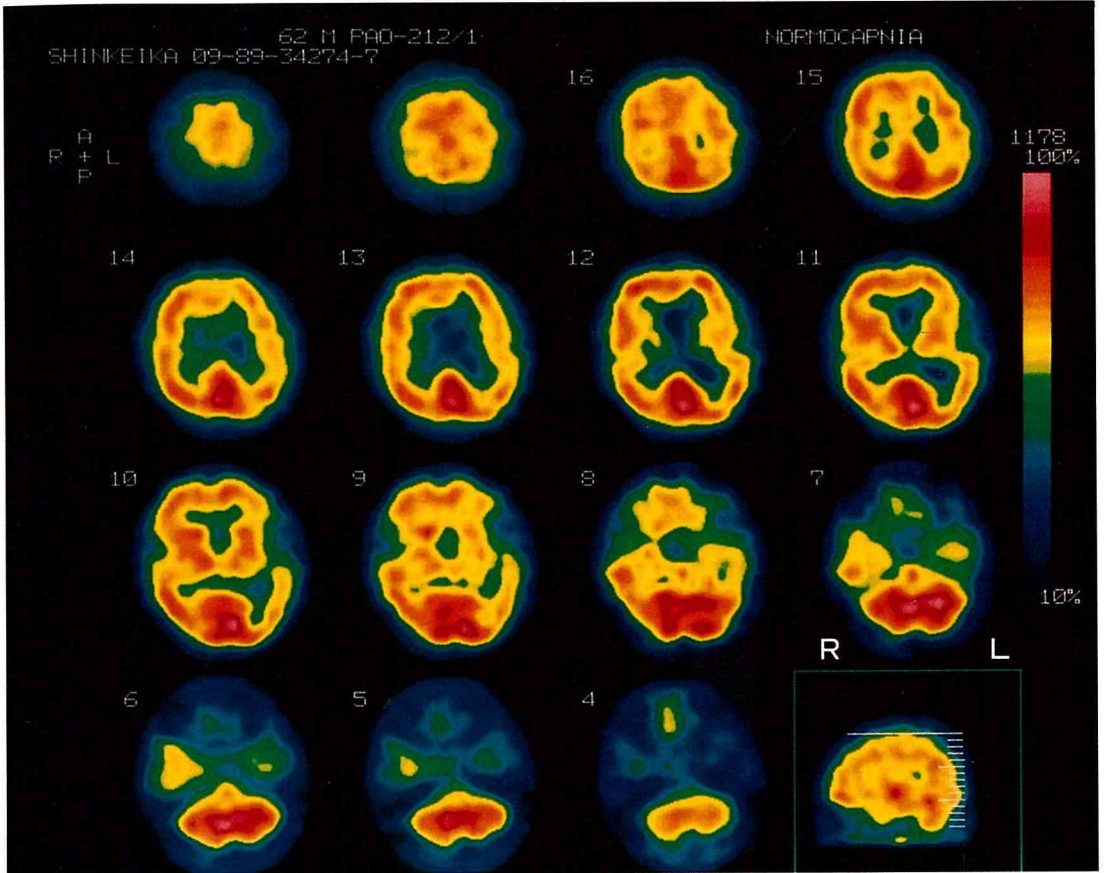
全般性痴呆症状を伴わない緩徐進行性失語例 (Yamamoto et al, 1990) の発症6年後のHM-PAO-SPECT像
